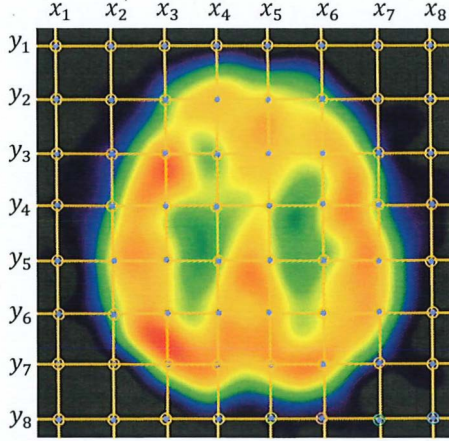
Example a slide of ^{99m}Tc -ECD SPECT image
